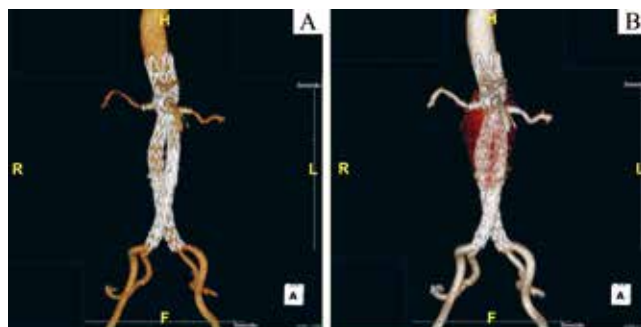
1 例复杂腹主动脉瘤患者行 3D 打印辅助 f/bEVAR 后随访 1 年时的 CTA 影像
